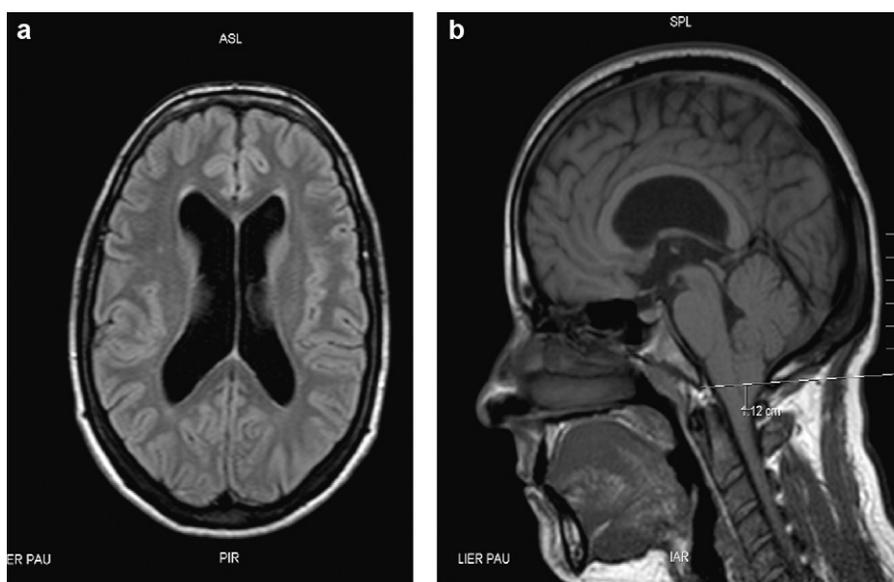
a : IRM cérébrale coupe axiale FLAIR passant par les ventricules latéraux (troisième cas) ; b : IRM cérébrale en séquence T1 sagittale (troisième cas).
